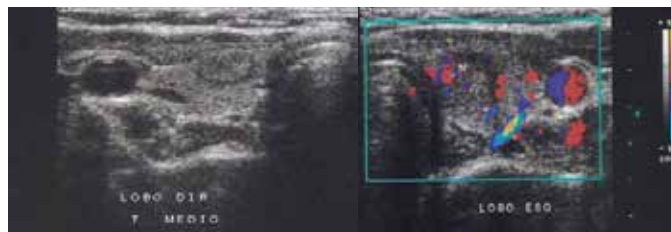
EUS de 30/10/2001 de outro serviço mostra imagem transversal do estudo Doppler do nódulo do pólo superior esquerdo da tireóide descrito como hipocogênico e vascularização central e periférica (Lagala III).
